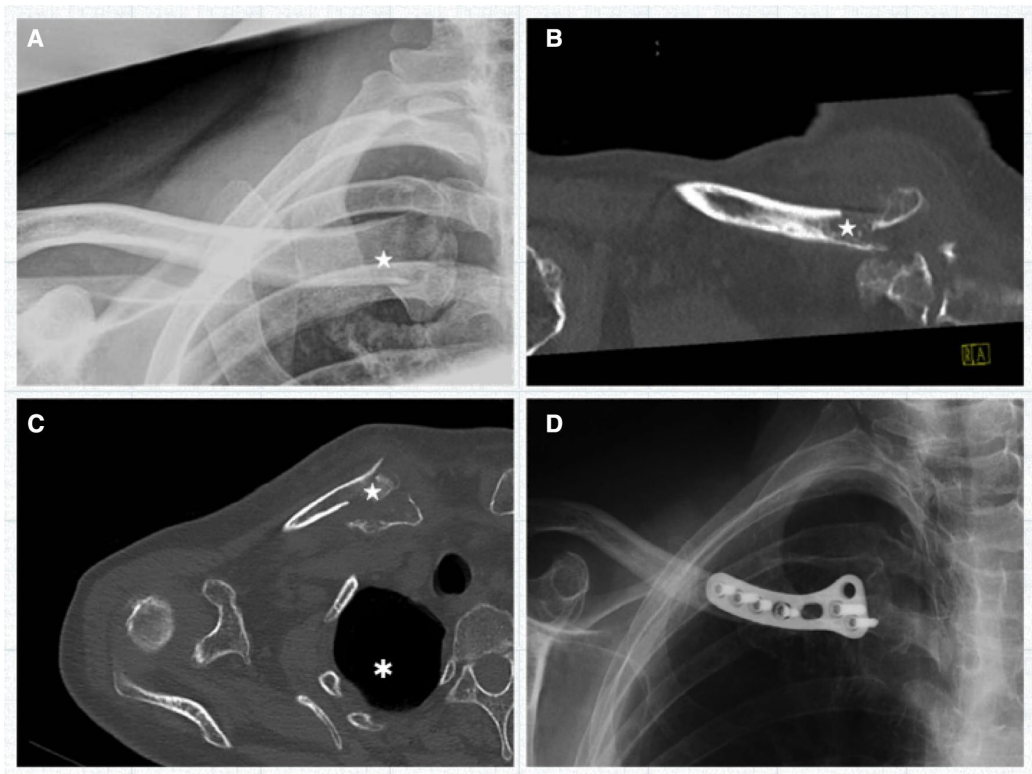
Fall einer 74-jährigen Frau, die als Fußgängerin an einem Verkehrsunfall beteiligt war. Die Patientin erhielt eine Röntgenaufnahme des rechten Schlüsselbeins. Danach blieben der Zustand des medialen Schlüsselbeins (Stern) sowie der Lunge unklar. b, c Nach der CT-Untersuchung des sternoclaviculären Komplexes sowie des Halses und Thorax gemäß CT-Protokoll wurden die intraartikuläre mediale Claviculafraktur und ein kleiner apikaler Pneumothorax (Asterisk) klar sichtbar. d Die Behandlung der medialen Claviculafraktur erfolgte operativ durch Plattenosteosynthese. Die Behandlung des kleinen apikalen Pneumothorax erfolgte konservativ durch Kontrolluntersuchungen. Quelle: [21].
